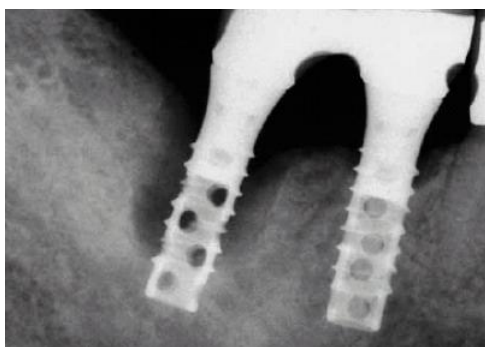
Cratérisation, radiographie
